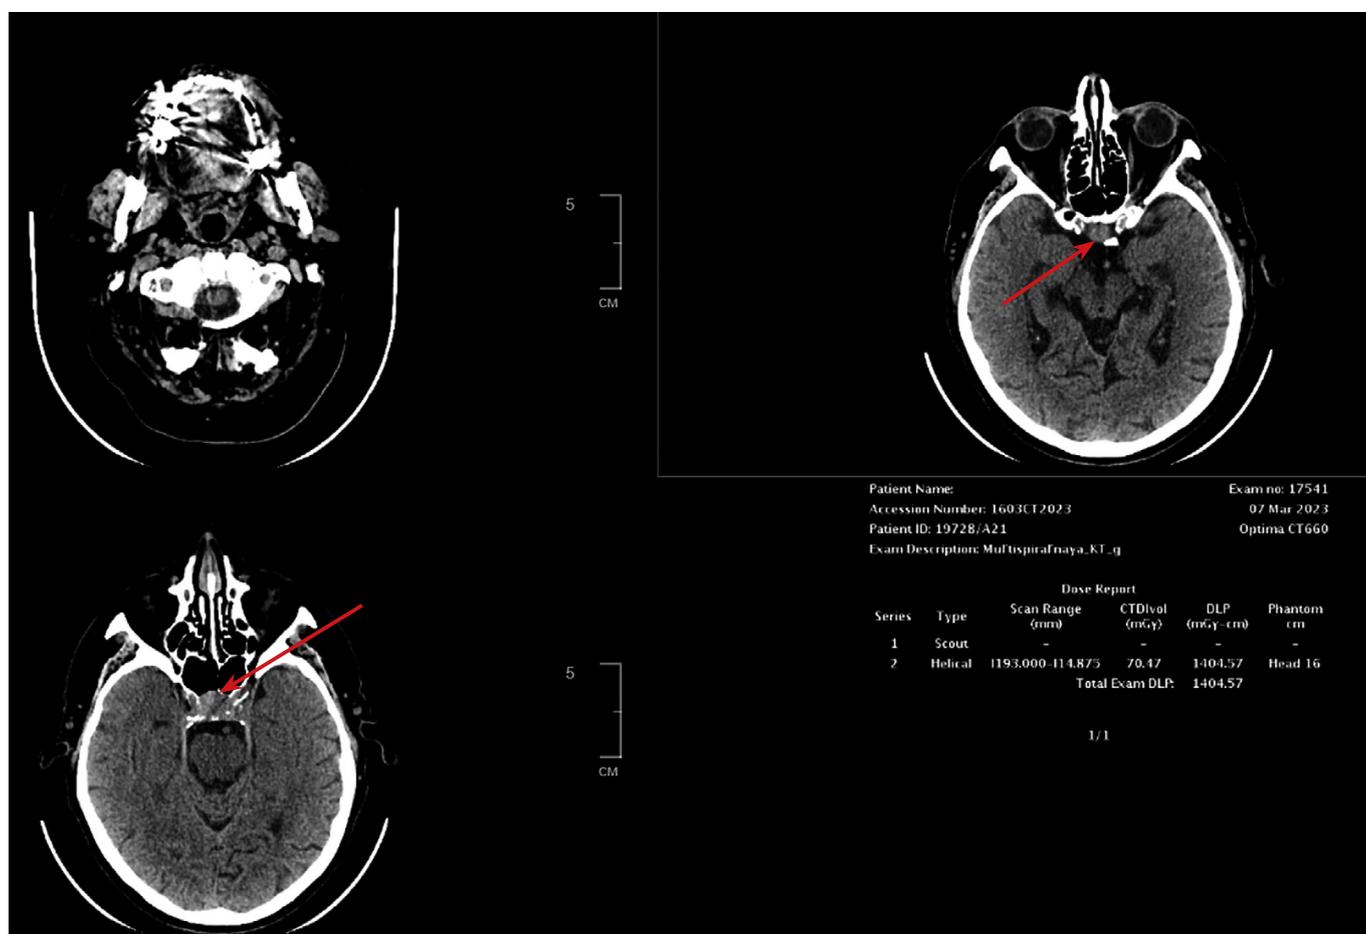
КТ головного мозга.
